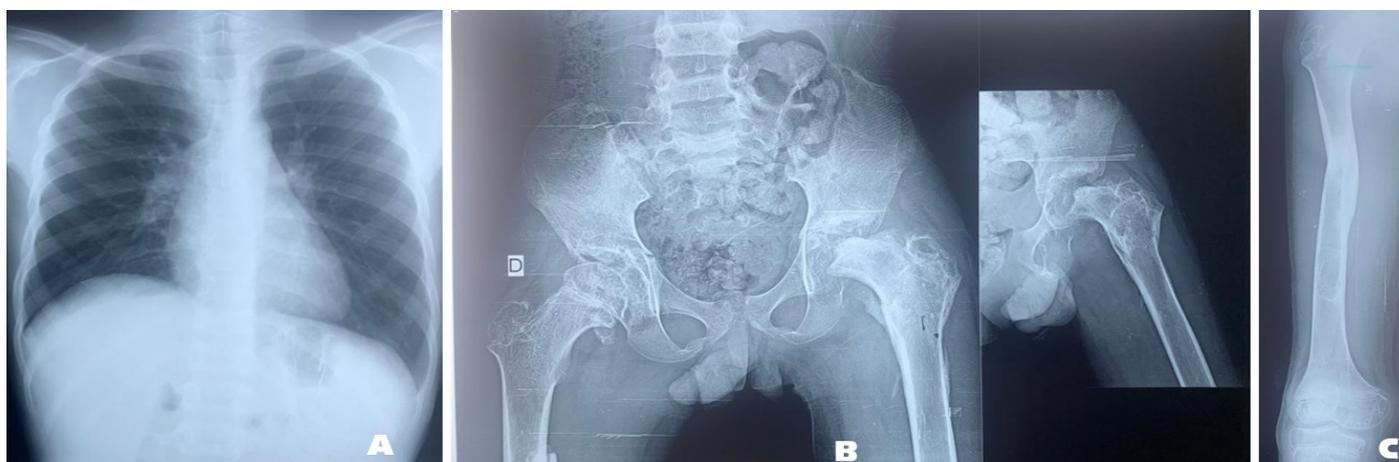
X-ray control at 02 years post traumatic: frontal lung (4a), front pelvis (4b) and right femur (4c)
